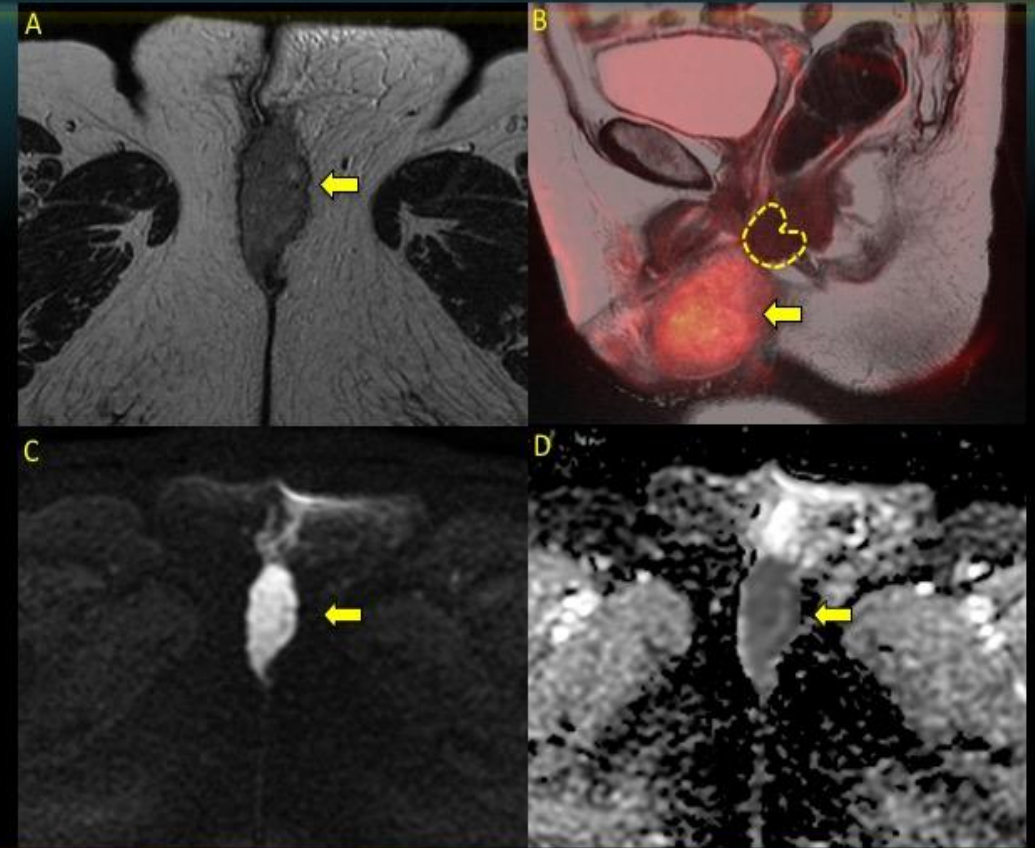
Masa 7 cm en labio mayor izq. (76 años): RM T1, T2FSE+DWI, b800, mapa ADC → extensión a esfínter anal → FIGO II
